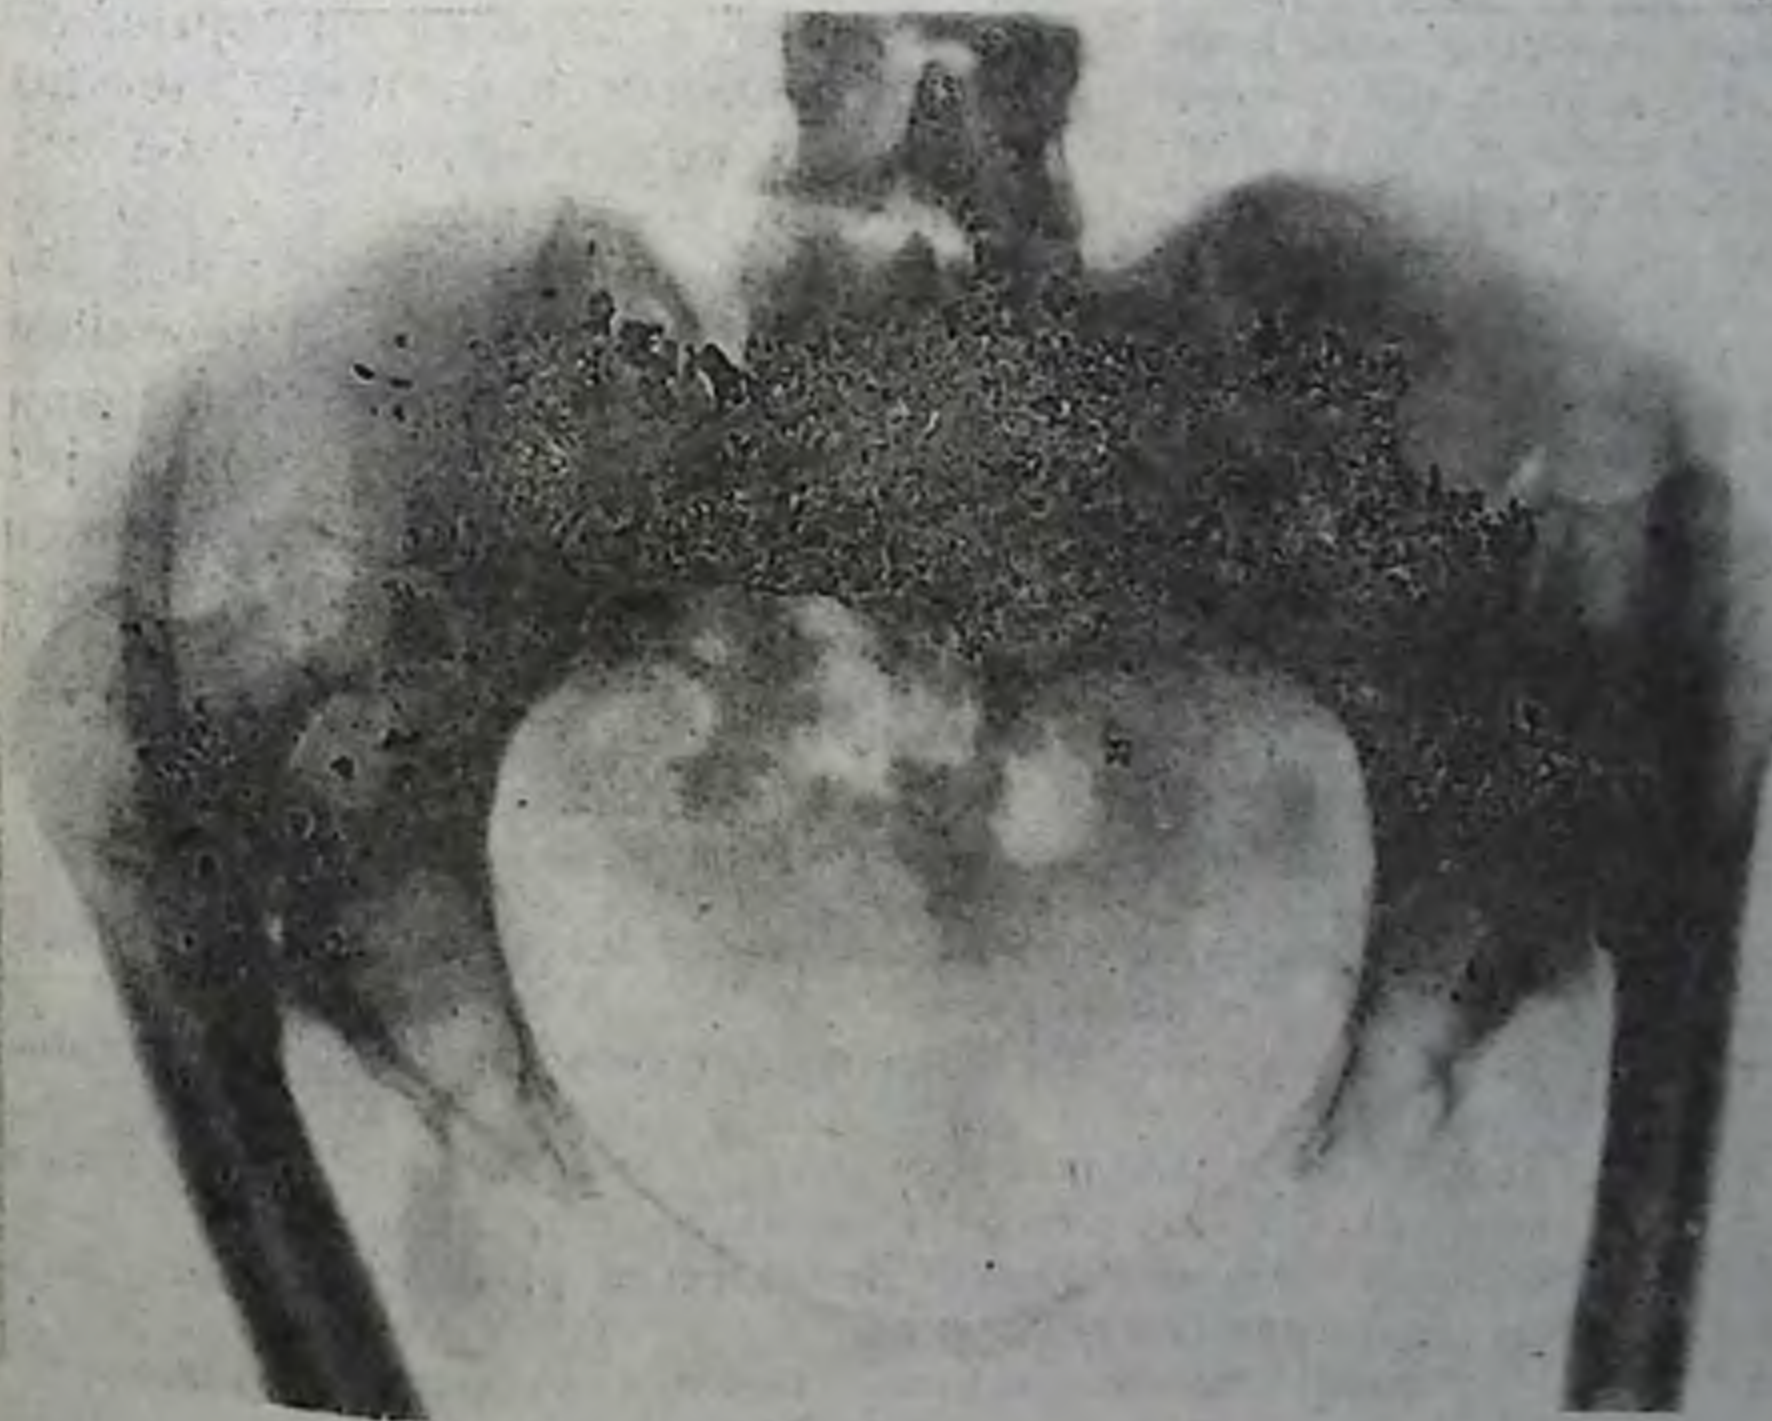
Рентгенограмма тазовых костей. Двухсторонний врожденный вывих головки обеих бедренных костей с уплощением вертлужных впадин и отсутствием головки левой бедренной кости.
